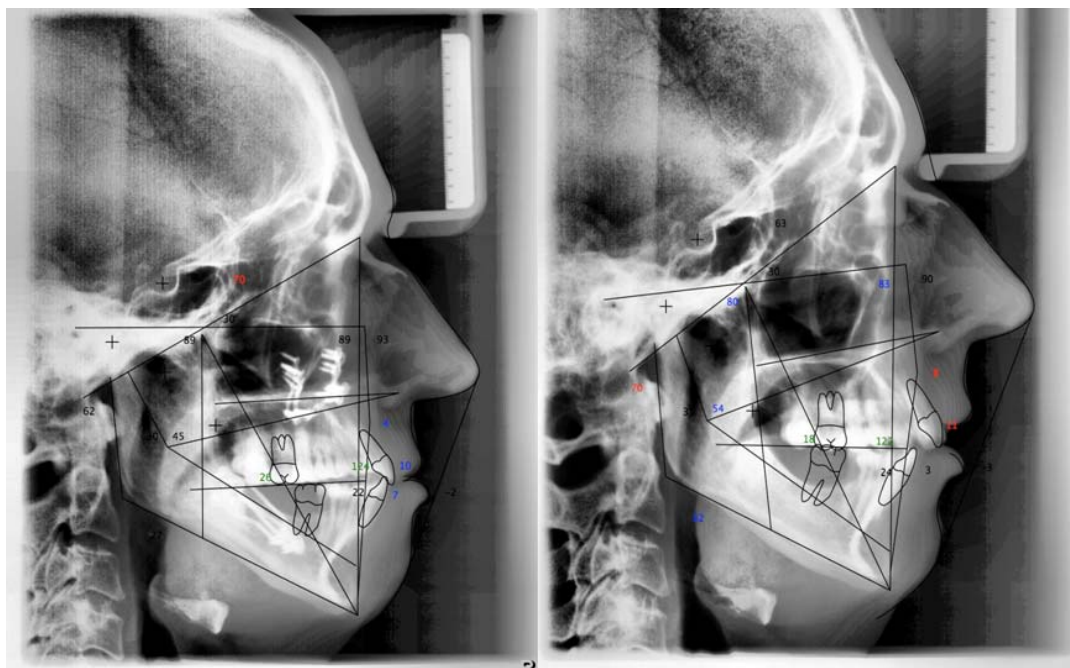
Teleradiografías antes y después de la cirugía ortognática
